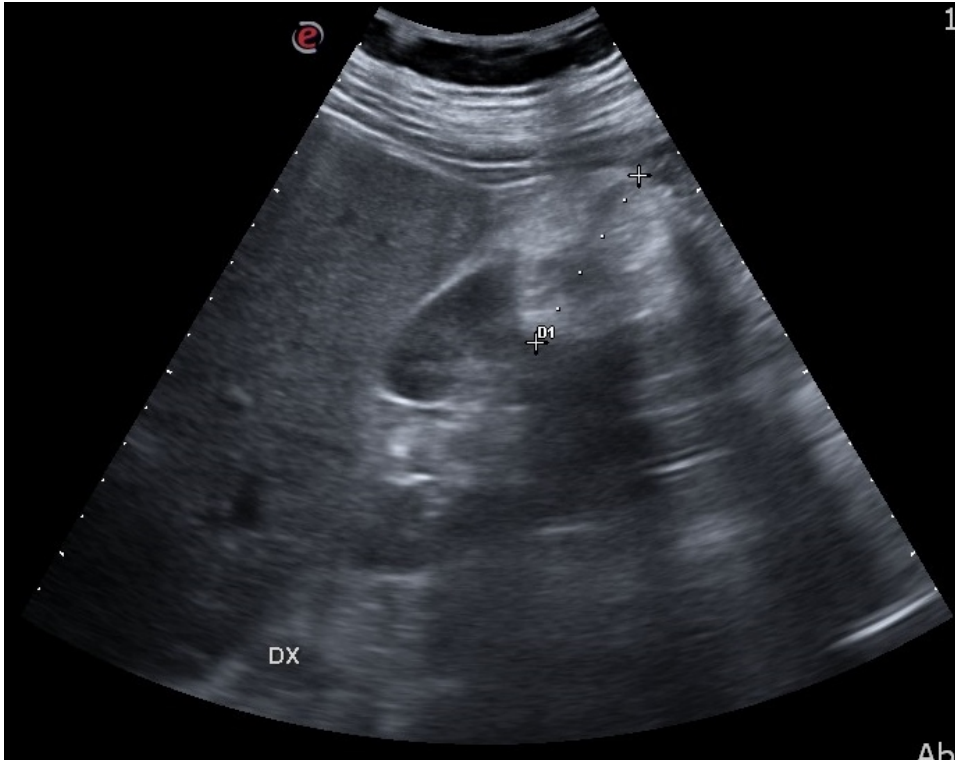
Immagine ecografica di una donna di 32 anni con angiomiolipoma noto. La lesione è iperecogena ma mostra una struttura complessa. Referenze: Radiodiagnostica, Università degli Studi di Palermo, Policlinico Universitario Paolo Giaccone - Palermo / IT
